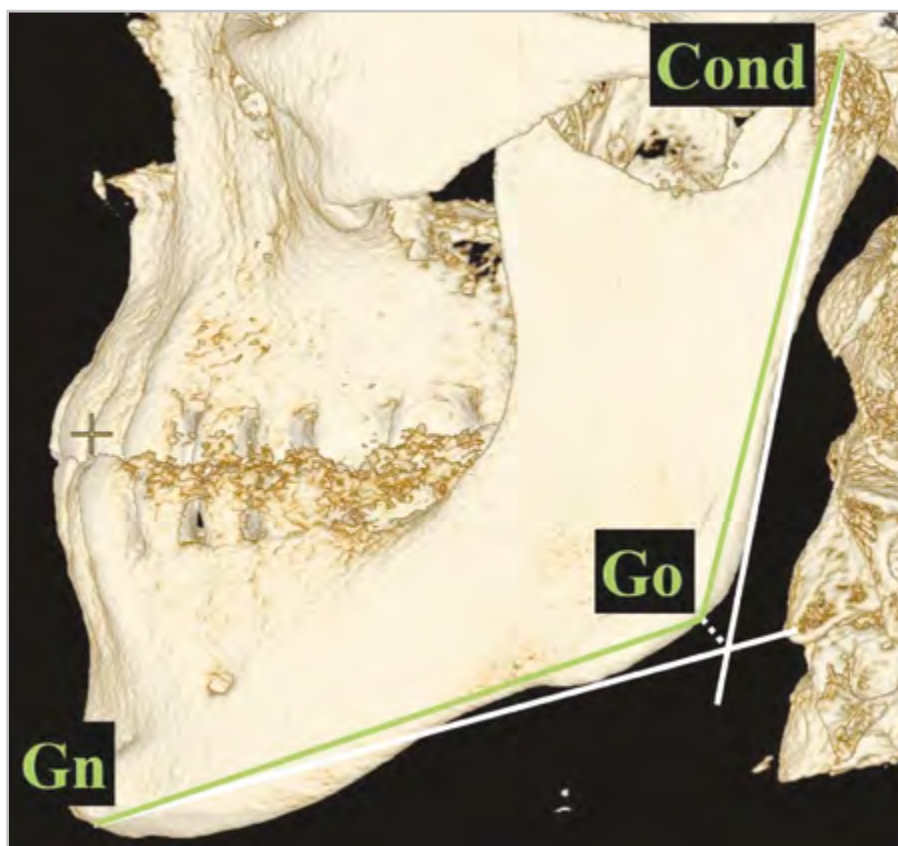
КЛК-томограмма, трехмерная реконструкция. Линейные параметры нижней челюсти
